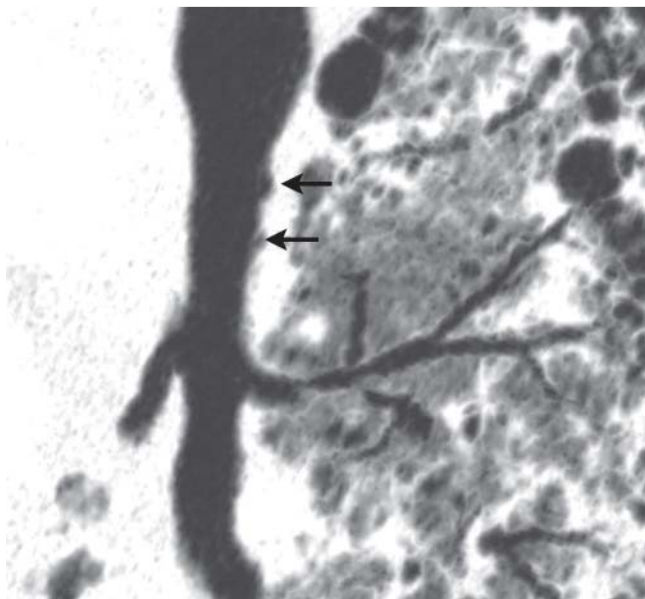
CT (multiplanare Reformatierung) mit interstitiellem Emphysem im peribronchovaskulären Interstitium (Pfeile).
